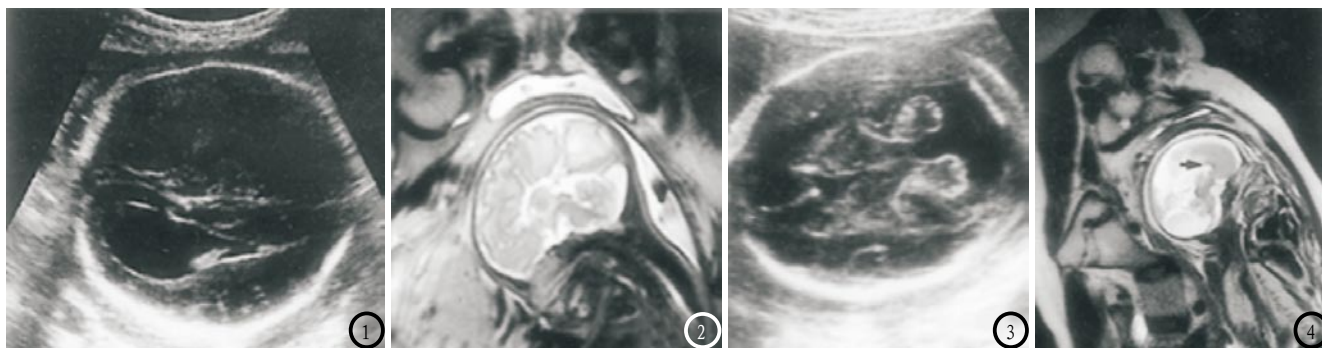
为完全型ACC。图1 超声表现为侧脑室扩张,呈“泪滴状”;图2 为矢状面T₂WI显示胼胝体完全缺如;图3-4 为部分型ACC合并第四脑室孔闭塞综合征。图3 为颅后窝池及侧脑室扩张,小脑蚓部缺如;图4 为胼胝体干及压部缺如。
